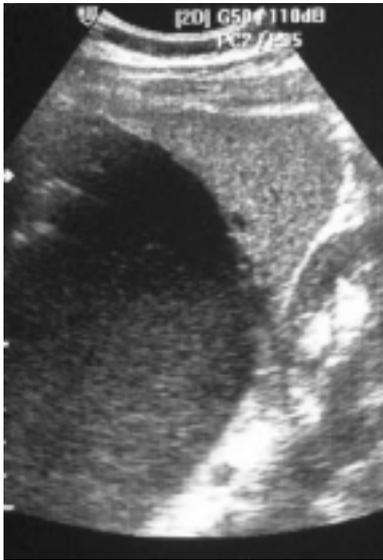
Ecografía. Corte sagital. Lesión quística con ecos internos que desplaza el bazo dorsolateralmente y el riñón caudalmente.
